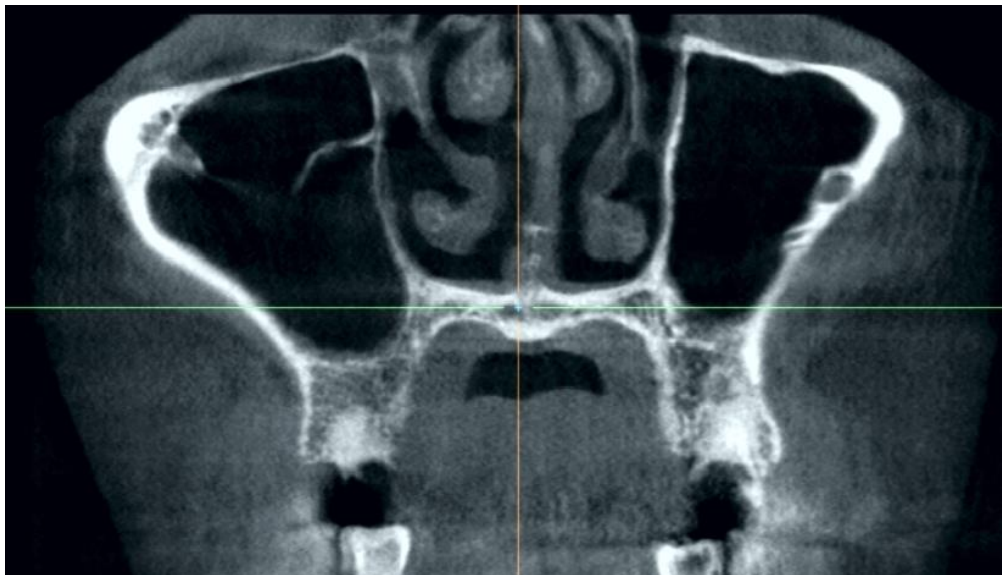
Фотографічне зображення зрізу КТ у фронтальній площині, наявність коренів 15, 25 зубів.
